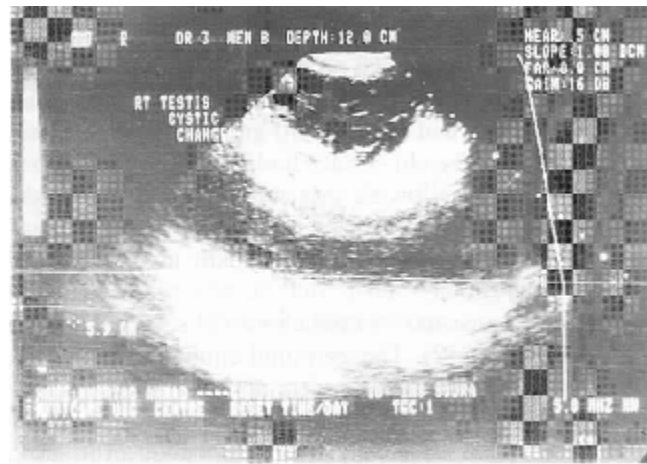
Sonography revealing presence of cystic mass in right testis.
